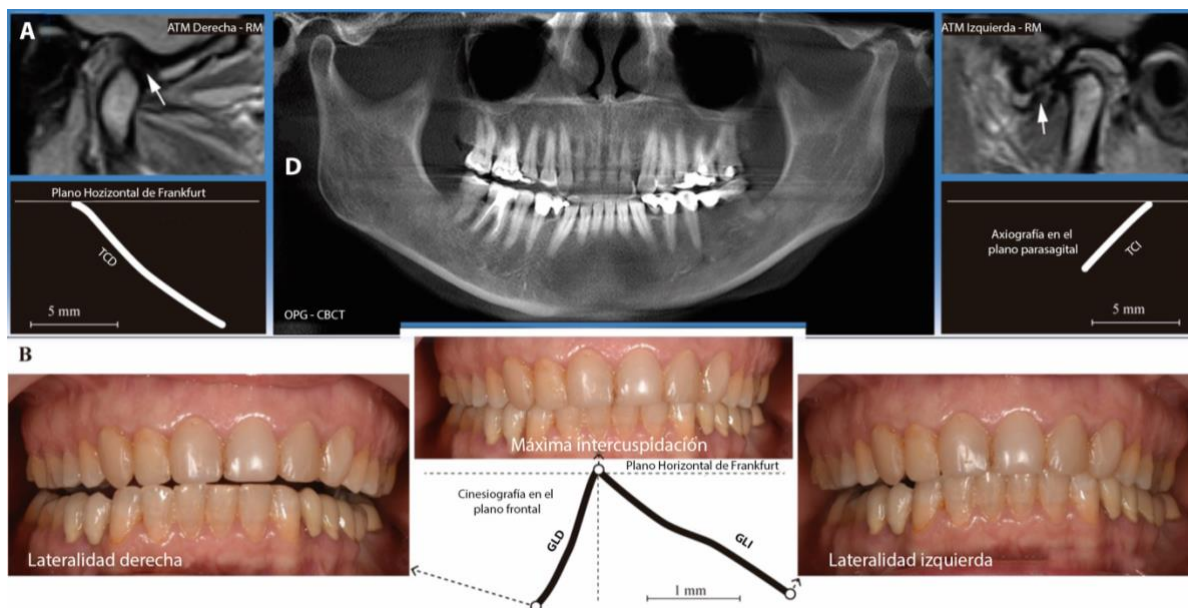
Triada “lado habitual de masticación, trayectoria condílea y guía lateral”. A: La imagen central corresponde a la ortopantomografía (OPG) obtenida a partir de una imagen de tomografía computarizada (CBCT), que detalla las articulaciones temporomandibulares (ATM). También se proporcionan imágenes de resonancia magnética (RM) de cada una de las ATMs. En la ATM izquierda, se observa un desplazamiento anterior del disco (indicado por una flecha blanca), así como la presencia de un osteofito y osteólisis subcondral. Además, se incluye una axiografía de la trayectoria condílea derecha e izquierda (TCD/I) para un análisis más exhaustivo. B: La fotografía central muestra la oclusión clínica (MIC) durante el cierre de la mandíbula. La imagen de la izquierda muestra la manera como se posicionan los dientes durante el movimiento mandibular lateral derecho, mientras que la imagen de la derecha muestra la posición de los dientes durante el movimiento mandibular lateral izquierdo (más horizontal que el derecho) hacia el lado masticatorio habitual y sintomático. Además, se incluyen registros de kinesiografía del plano frontal que revelan una asimetría en los trazados de la guía lateral derecha e izquierda (GLD/I). Todos los registros y ángulos son con respecto al Plano Horizontal de Frankfurt (FH). Adaptado con permiso para utilización de la figura a partir del artículo “*Asymmetry of dental or joint anatomy or impaired chewing function contribute to chronic temporomandibular joint disorders*” Copyright 2021, Annal of Anatomy (Santana-Mora et al., 2021).
